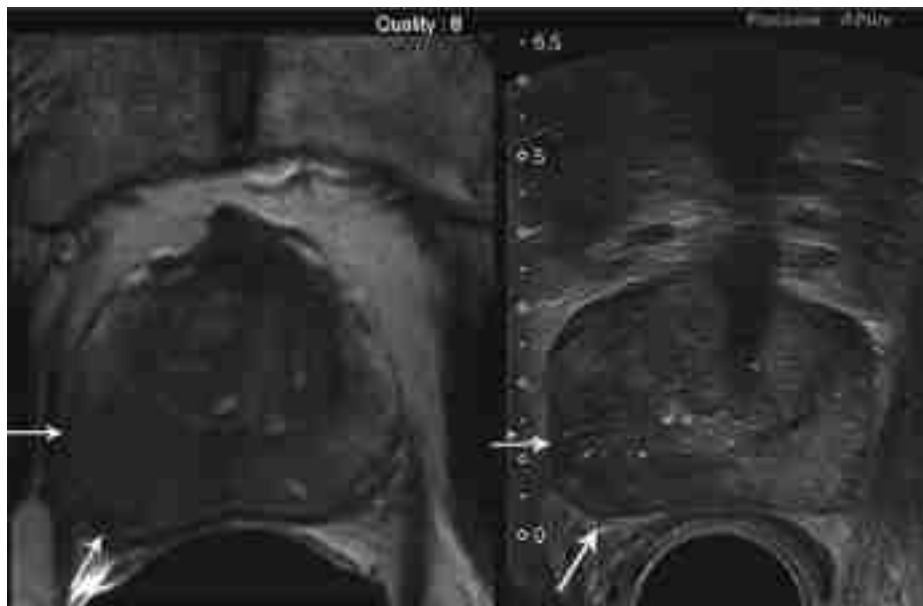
Repérage de la lésion IRM (hypo-intense T2) et fusion sur l'échographie endo-rectale (hypoéchogène)
